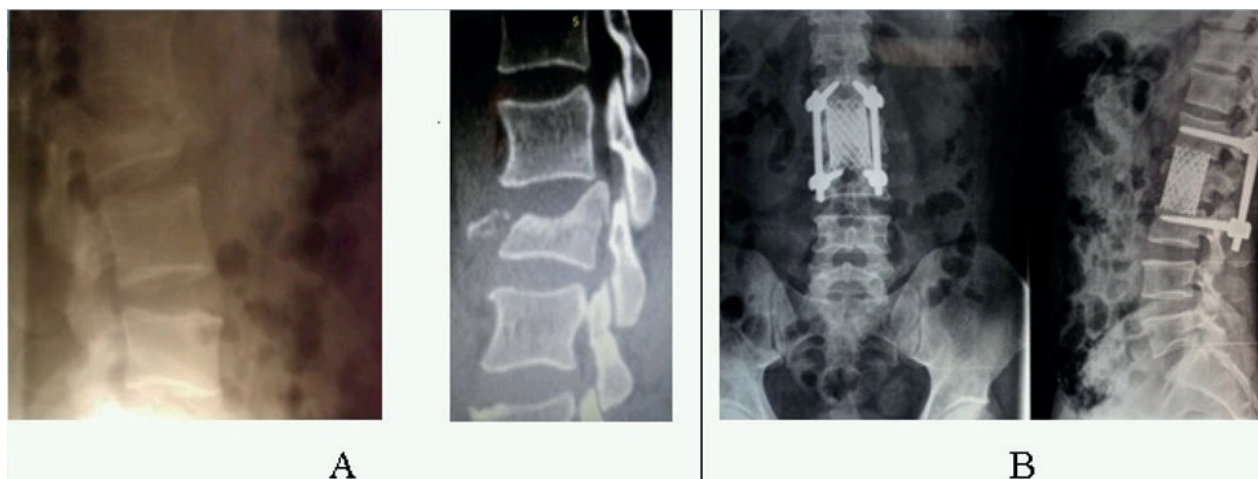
А – рентгенограмма, КТ перелома L2 позвонка до операции. В – рентгенограммы после оперативного лечения.
